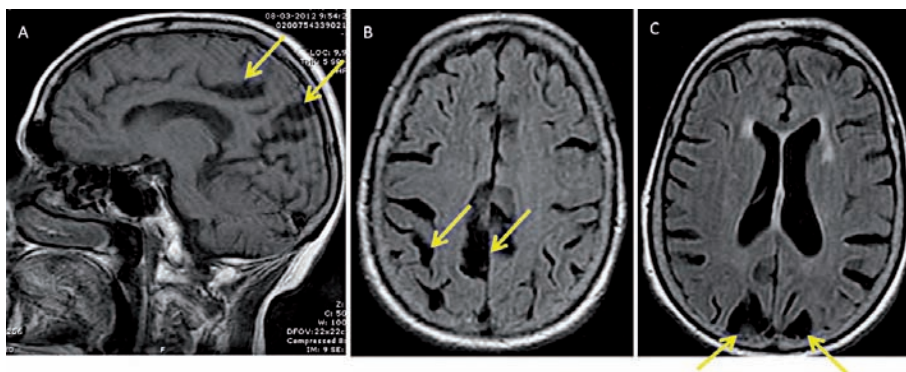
Série de iRM encefálica. A- secção sagital T1, atrofia occipito-parietal cortical grave. B- secção axial T2 FLAIR, atrofia predominante do córtex parietal direito. C- secção axial T2 FLAIR, atrofia occipital cortical bilateral.
